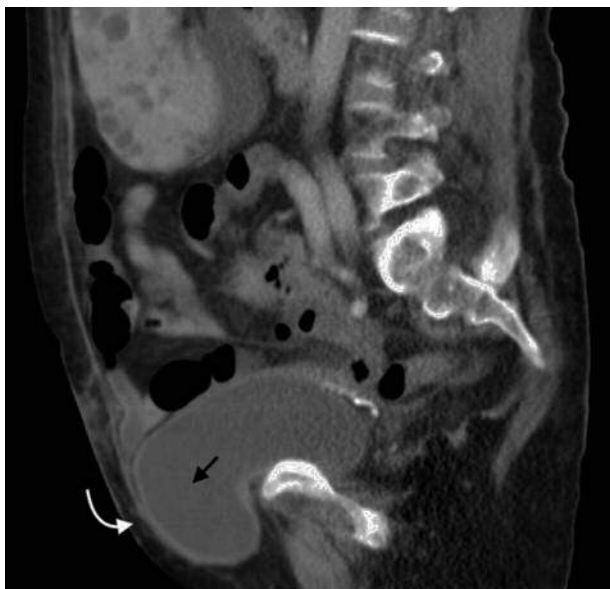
Tomografía computada multidetector en plano sagital de una hernia incisional (flecha curva) en la que protruye la vejiga (flecha recta).
